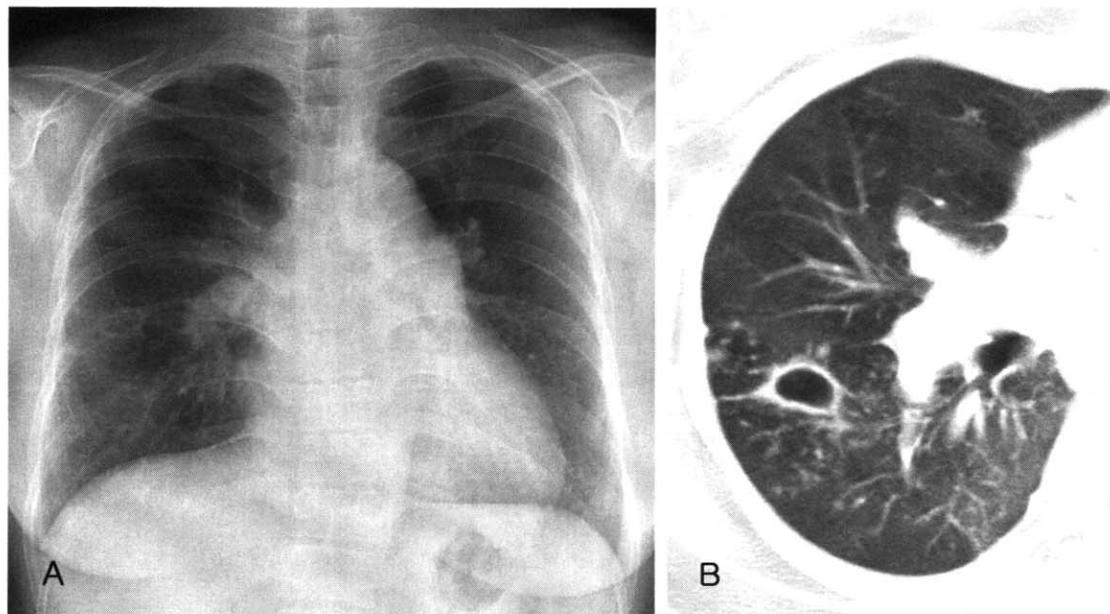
A 35-year-old woman with *M. kansasii* pulmonary disease. A. Chest radiograph shows a small cavity in the right middle lung zone. B. Chest CT scan reveals a thin-walled cavity in the right lower lobe and surrounding multiple centrilobular nodules.
